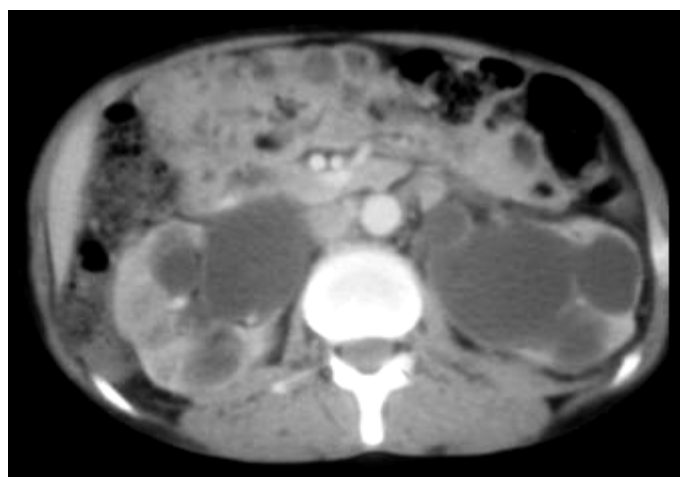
TDM avec injection de PDC : hydronéphrose majeure bilatérale
